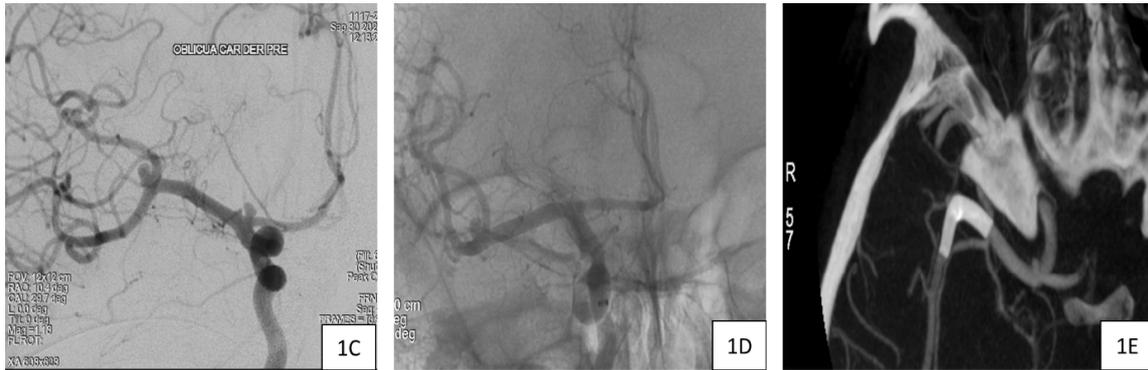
e 1c) Carótida interna derecha en proyección oblicua, preoperatoria. 1d) Carótida interna derecha en proyección AP, posoperatoria sin sustracción. 1e) Angio TAC de arteria carótida interna posoperatoria mostrando stent adecuadamente posicionado
